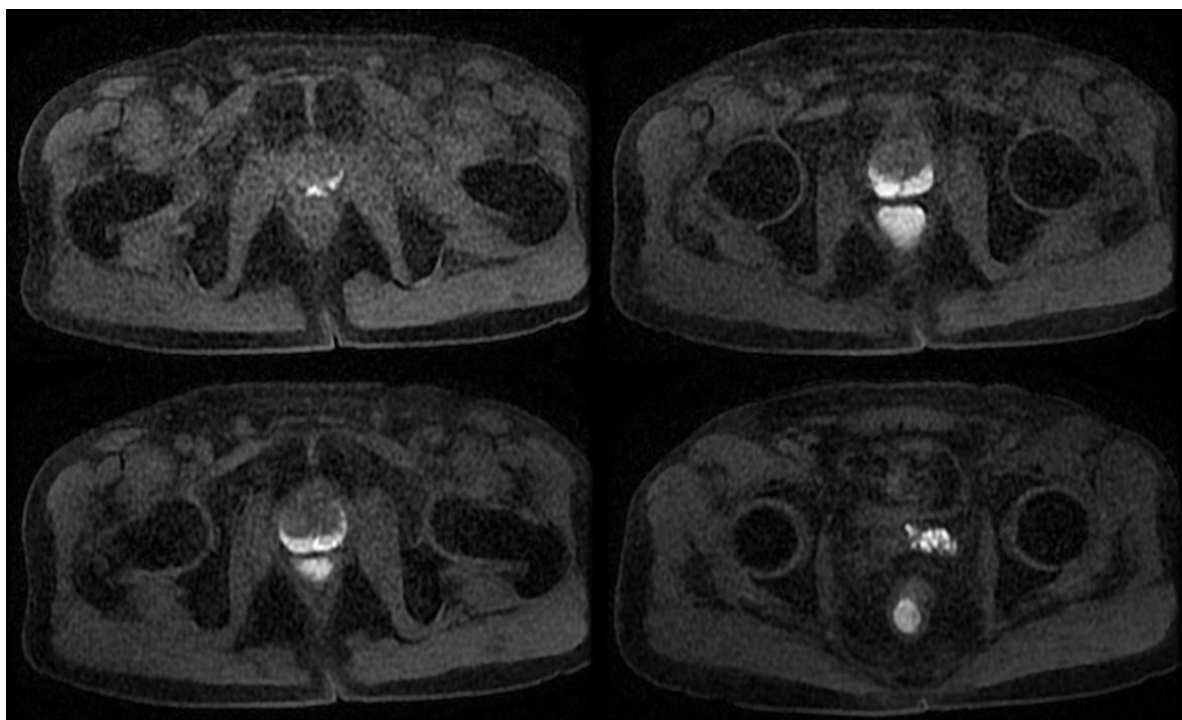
Coupes axiales IRM étagées centrées sur la prostate de type LAVA avant injection de Gadolinium montrant un hypersignal T1 spontané diffus de la zone périphérique et de la vésicule séminale gauche en rapport avec des remaniements hémorragiques post biopsiques.
